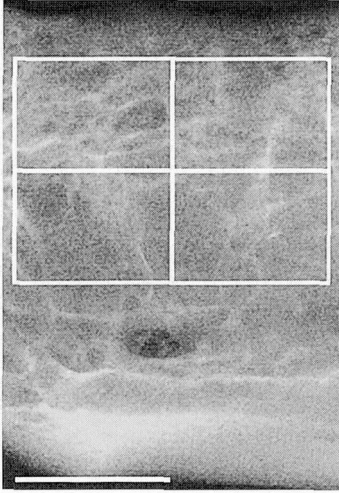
下顎骨無歯顎部の口内法X線写真とROIの設定。
